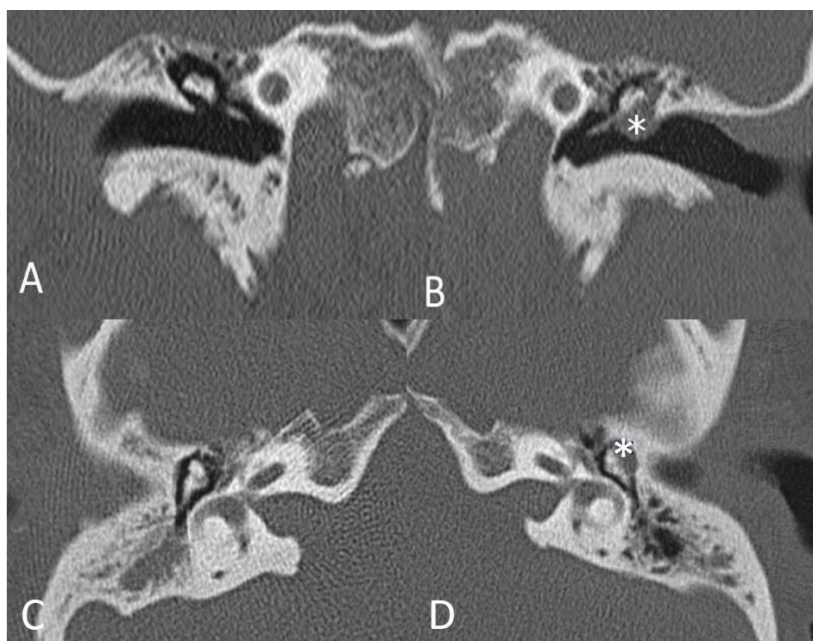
Colesteatoma de la *pars flácida*. TC de ambos oídos con reconstrucciones coronales (A y B) y axiales (C y D). Se evidencia ocupación en la caja timpánica izquierda del espacio de Prussak, entre la pared lateral del ático y la cadena osicular por colesteatoma (*) que produce erosión del scutum.
